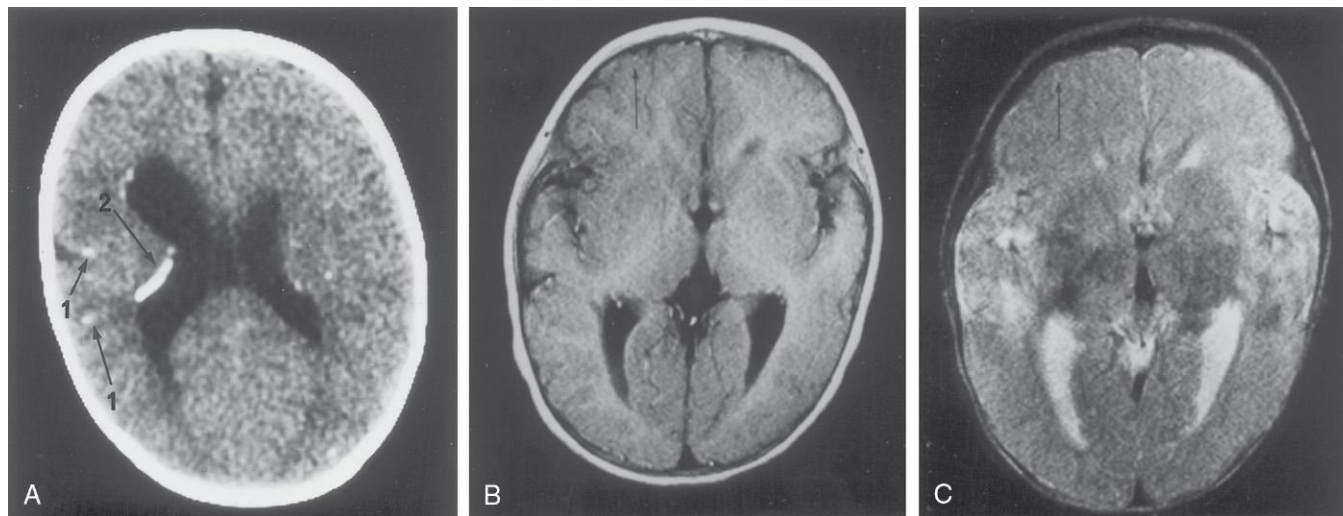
Defectos cerebrales congénitos inducidos por la infección por *Toxoplasma*. Estas imágenes diagnósticas se obtuvieron a los 2 años y a los 9 meses de edad. A, Tomografía computarizada (TC) sin contraste. Los ventrículos laterales están moderadamente dilatados. Se pueden observar múltiples focos calcificados en el parénquima cerebral (flechas 1) y a lo largo de la pared ventricular (flecha 2). B, Resonancia magnética (RM), en una imagen potenciada en T1 (400/22, 0,5 teslas). Las circunvoluciones corticales están ensanchadas en el lado izquierdo y la corteza está aumentada de grosor en el lóbulo frontal izquierdo (flecha), en comparación con la estructura correspondiente en el lado derecho. C, Imagen de RM potenciada en T2 (2.500/120, 0,5 teslas). El lóbulo frontal izquierdo muestra una hipodensidad anómala (flecha). (Tomado de Yokota K: *Congenital anomalies and toxoplasmosis, Congenit Anom (Kyoto)*. 1995;35:151.)
